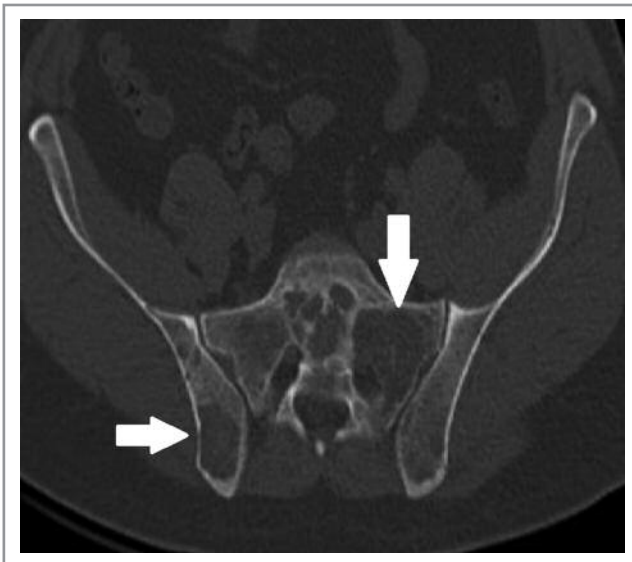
Компьютерная томограмма костей таза (2012 г.): обширный очаг деструкции в левых боковых массах крестца.
